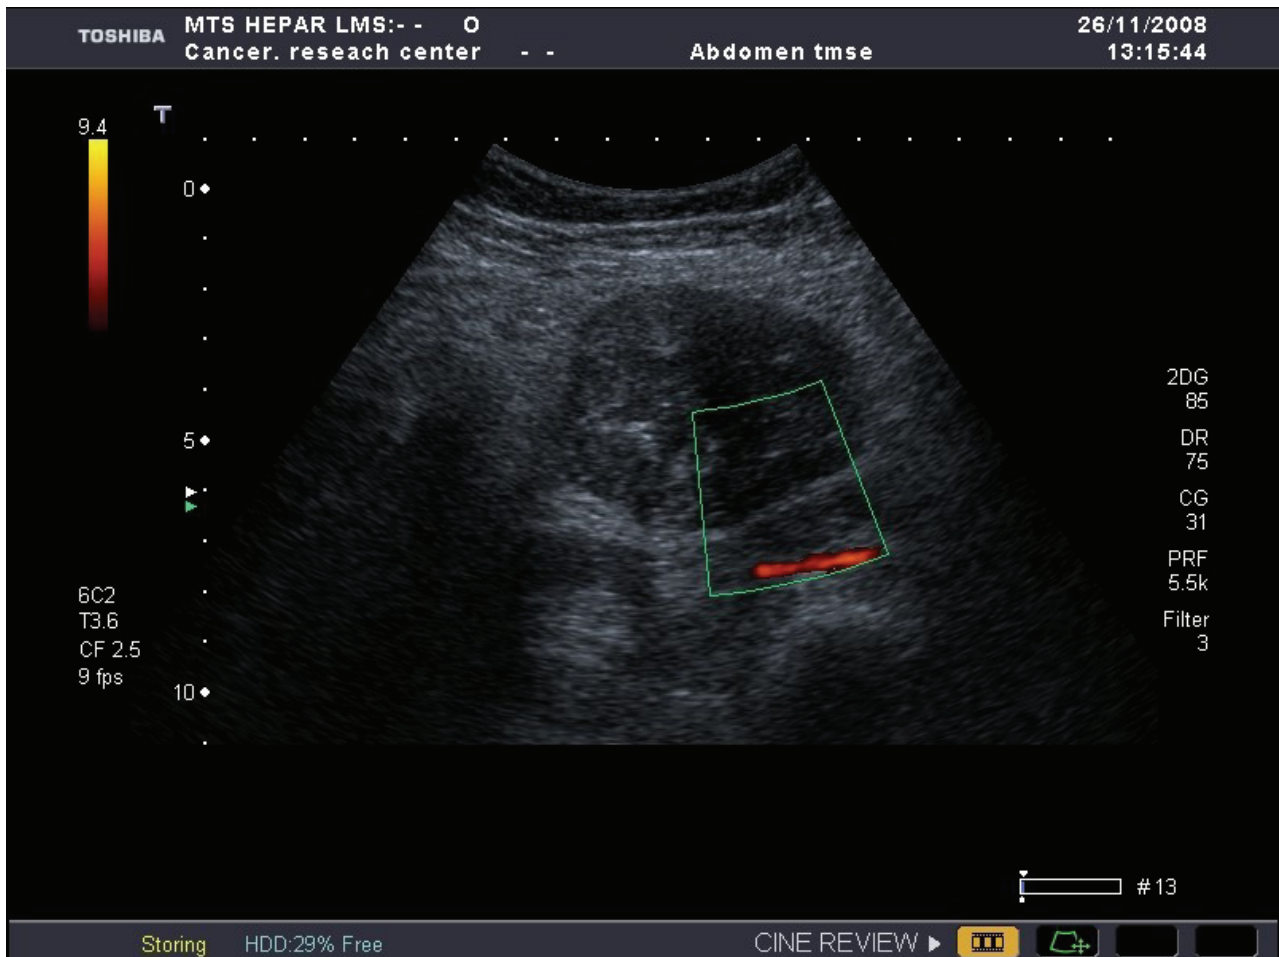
Ультразвуковая томограмма больной ЛМС с метастазами в большом сальнике.
